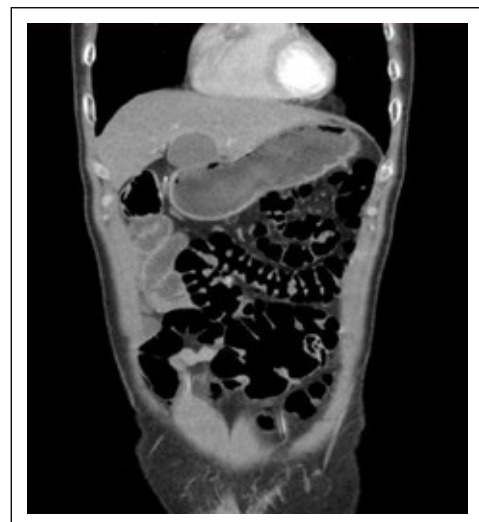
Tomografía de abdomen contrastada (corte coronal) pared del ciego que se encuentra rotado en la fosa ilíaca izquierda.
